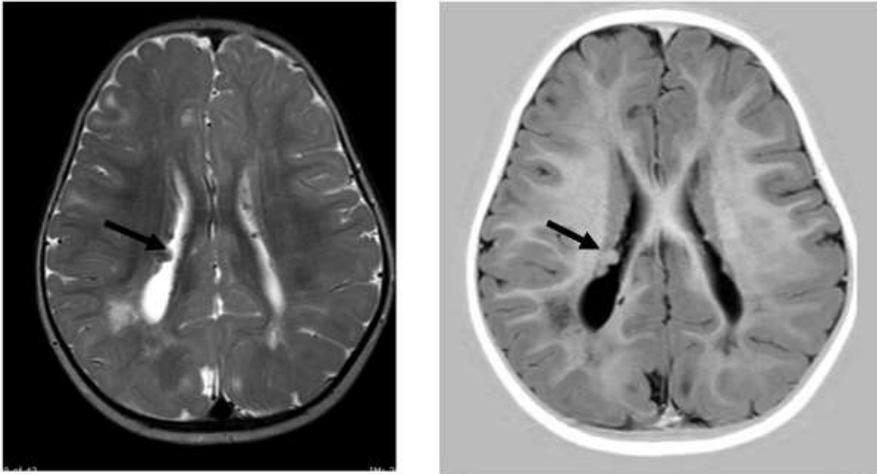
Esclerosis tuberosa. Imágenes de RM en axial T2 ponderado y T1 ponderado mostrando multiples nódulos subependimarios, así como un tuberc subcortical en el corte T2 ponderado.
